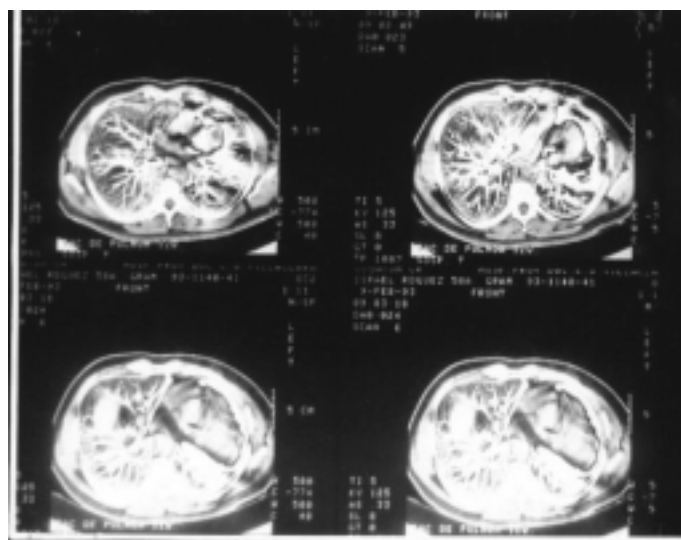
Tomografía axial computadorizada que reportó imagen líperdensa negativa de una neoplasia de pulmón.
